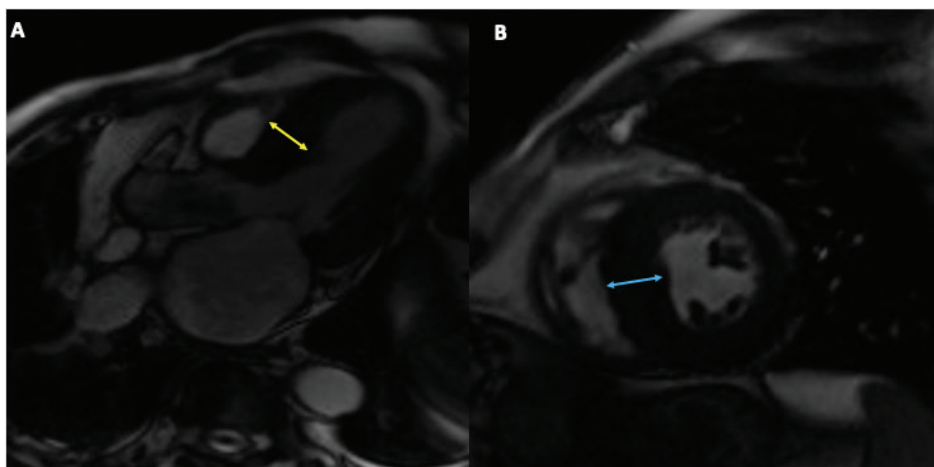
Ressonância Magnética Cardíaca (RMC). Sequência cine mostra massa aumentada. O marcador amarelo mostra a maior largura da hipertrofia septal do VE em cinco câmaras (A). O marcador azul mostra a maior largura do VE no eixo curto (B). VE: ventrículo esquerdo.
